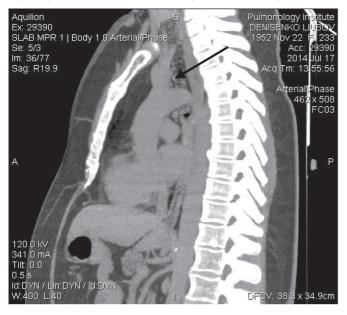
Мультипланарная боковая реконструкция МСКТ больной Д. Стрелкой указаны лимфоузлы аортального окна.
